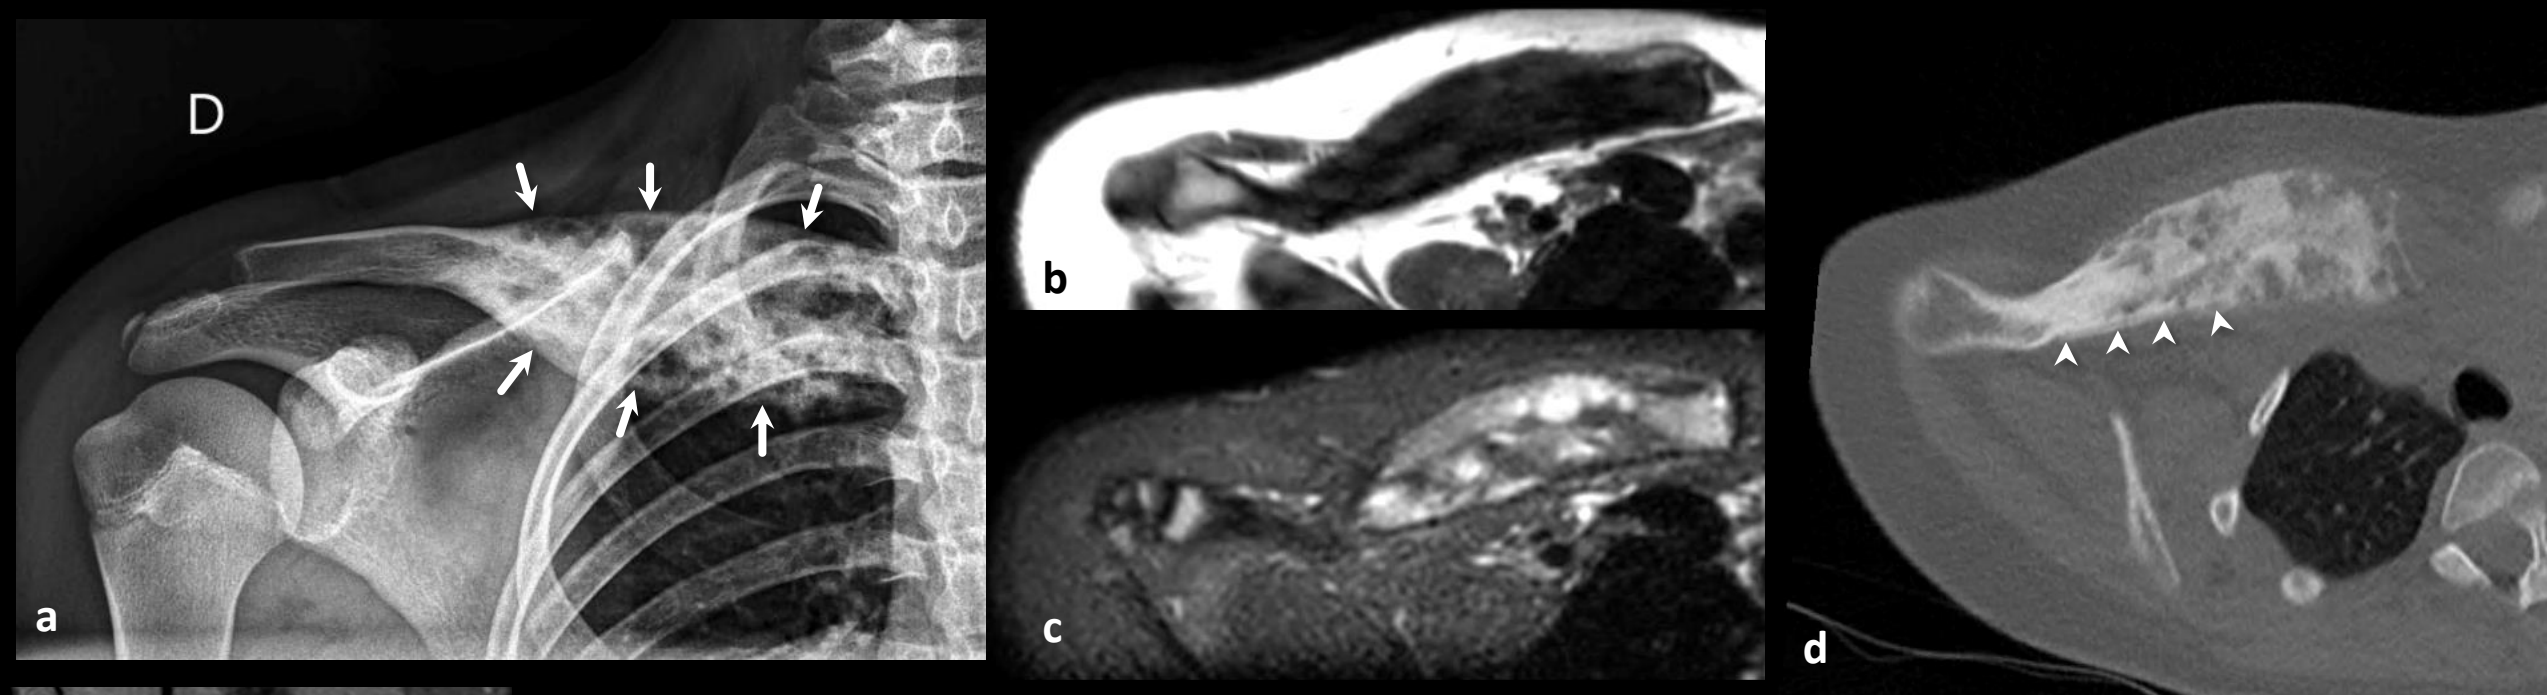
Osteomielite Crônica Não Bacteriana. Menina de 12 anos apresentando dores no ombro e joelho direitos. Na radiografia ânteroposterior da clavícula direita (a) é evidente lesão óssea insuflativa de aspecto misto (setas), com sinal heterogêneo nas imagens de ressonância magnética ponderadas em T1 (b) e T2 (c) e áreas de alto sinal em permeio. Na tomografia computadorizada é evidente discreta reação periosteal (cabeças de seta em d). A clavícula é um sítio frequente de acometimento pela CRMO, assim como as regiões metafisárias dos ossos longos junto as placas de crescimento. Nesta paciente também identificamos alteração de sinal metafisária (*) com irregularidade de contornos da fise (cabeças de seta em e) além de discreto edema das partes moles adjacentes à cortical óssea (setas em f).
